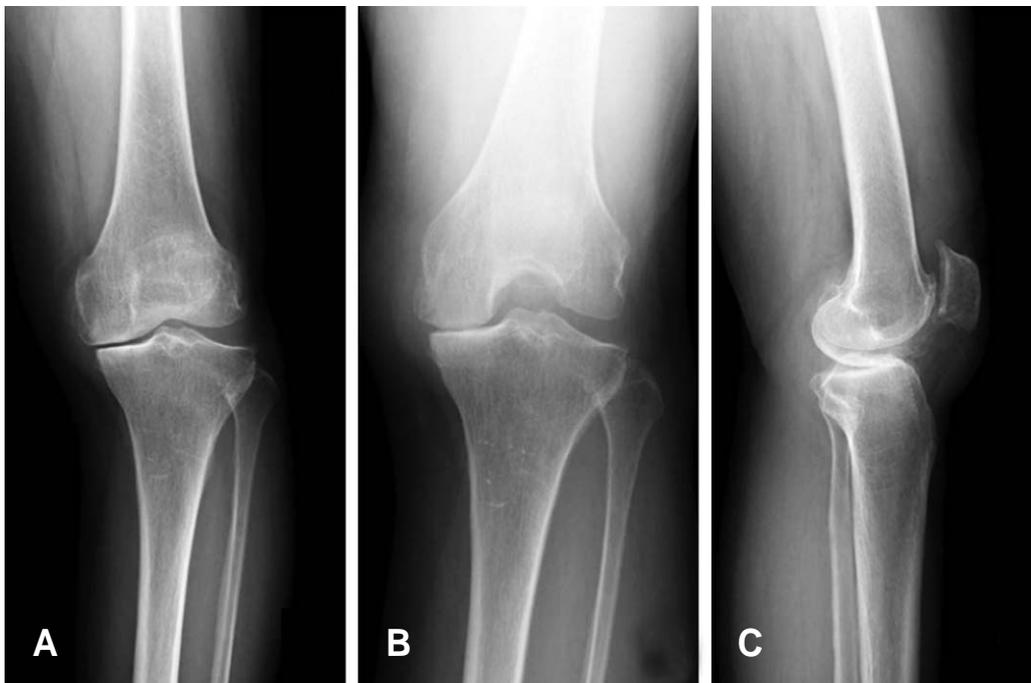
The radiographs of standing AP view (A), 45° flexion view (B) and lateral view (C) show the medial joint space narrowing of the left knee.
